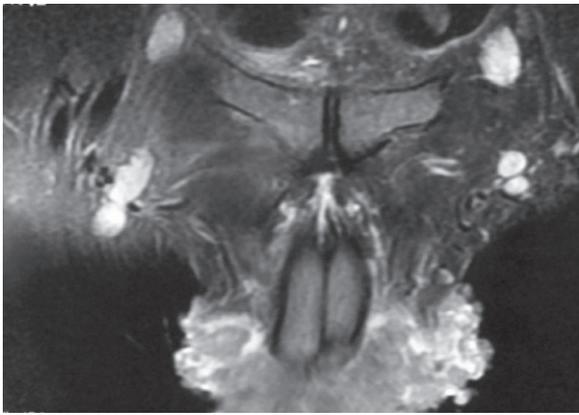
IRM: coupe frontale objectivant une infiltration du corp caverneux droit.
